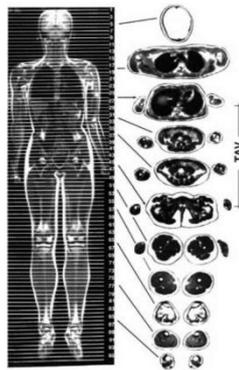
Figura No.- 2.2. Composición corporal realizada con RMN.
